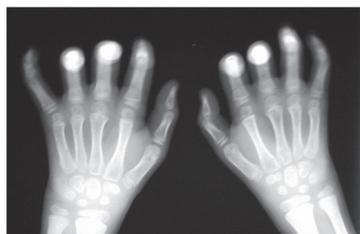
Radiografia de mãos (frente) mostrando aumento de partes moles, principalmente em punhos; contratura em flexão de interfalângianas proximais, demonstrada pela superposição de imagem
